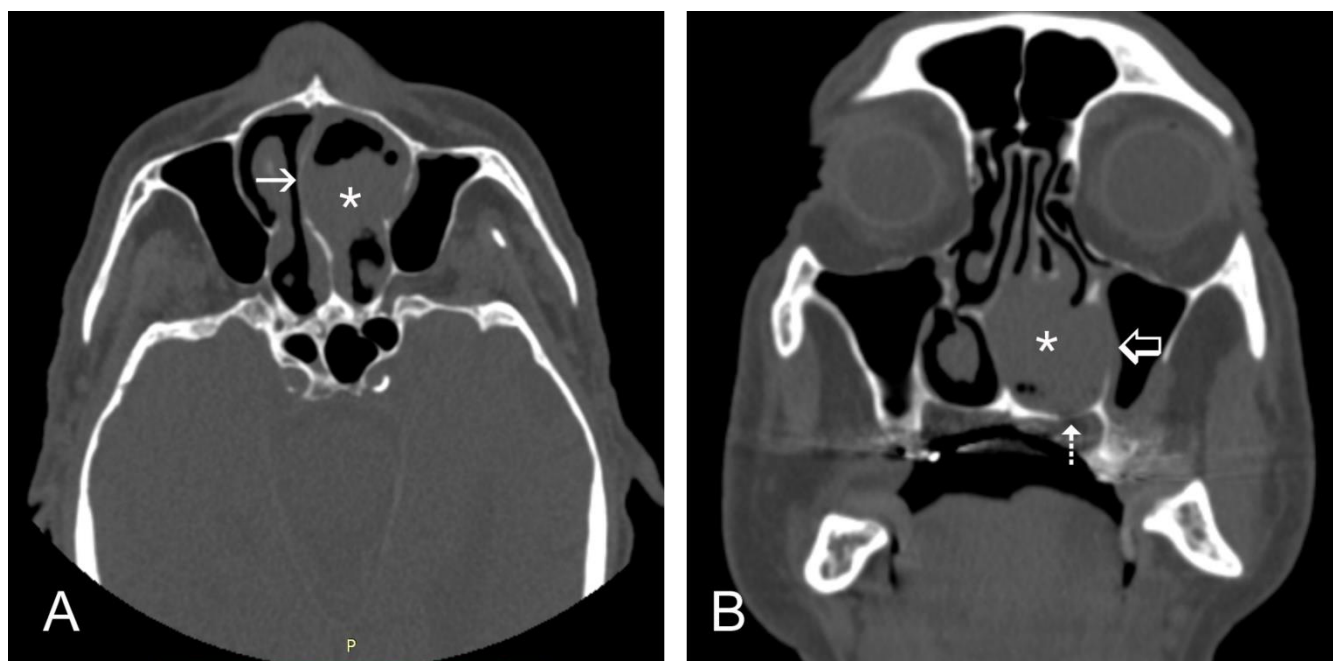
CT imaging of the tumor. Axial (A) and coronal (B) CT images (bone algorithm) show a soft tissue mass (asterisks), occupying the two lower thirds of the left nasal cavity. The lesion causes deviation and thinning of the nasal septum (arrow) and thinning of the floor of the left nasal cavity (dotted arrow). There is incipient extension into the left maxillary antrum (open arrow)
